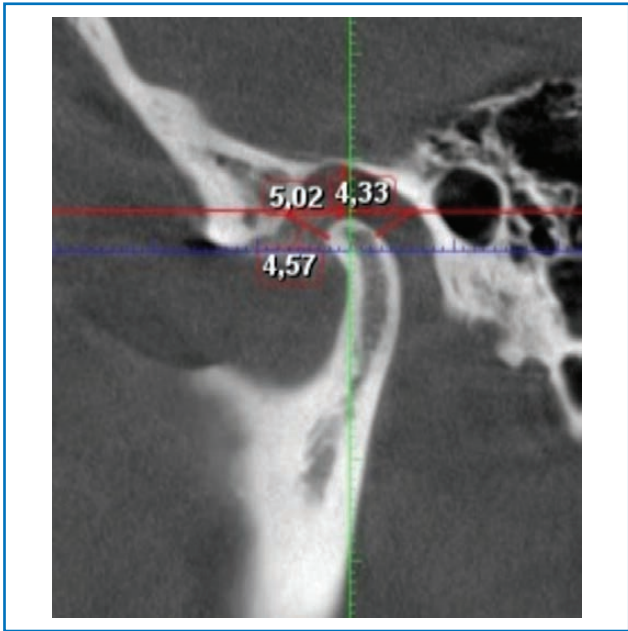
КТ скронево-нижньощелепного суглоба після застосування нейром'язової електростимуляції
